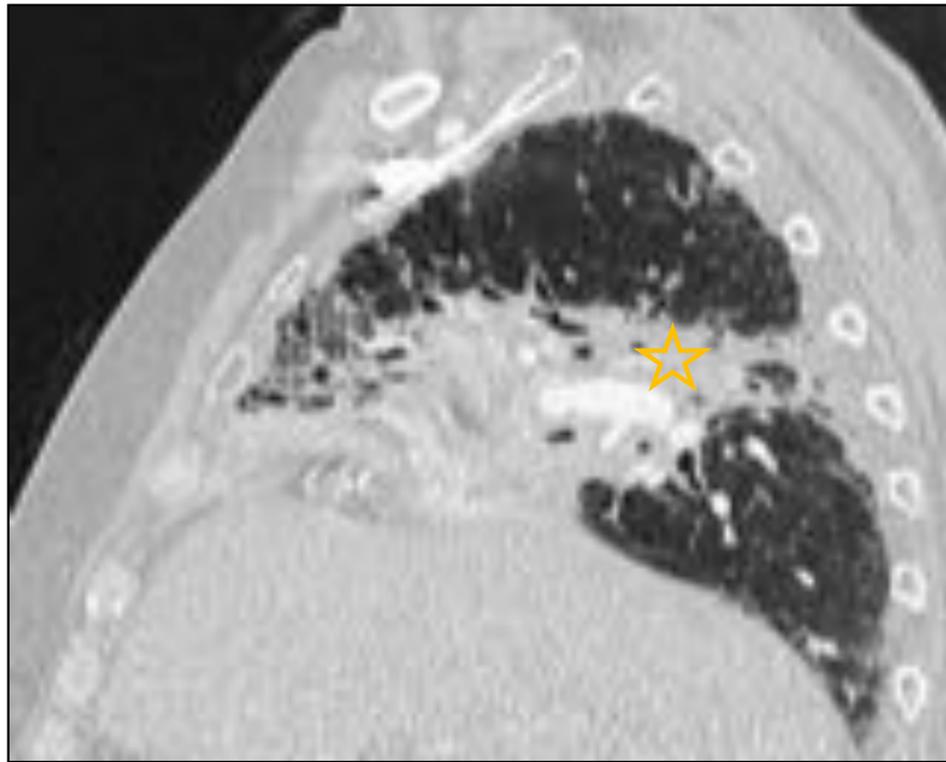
Varón de 61 años con carcinoma de célula pequeña de pulmón. Imágenes axiales y reconstrucciones coronales y sagitales de TC de tórax con ventana de pulmón con pérdida de volumen del pulmón derecho y área de consolidación perihiliar compatible con neumonitis tras 9 ciclos de tratamiento con Nivolumab (asteriscos amarillos).
